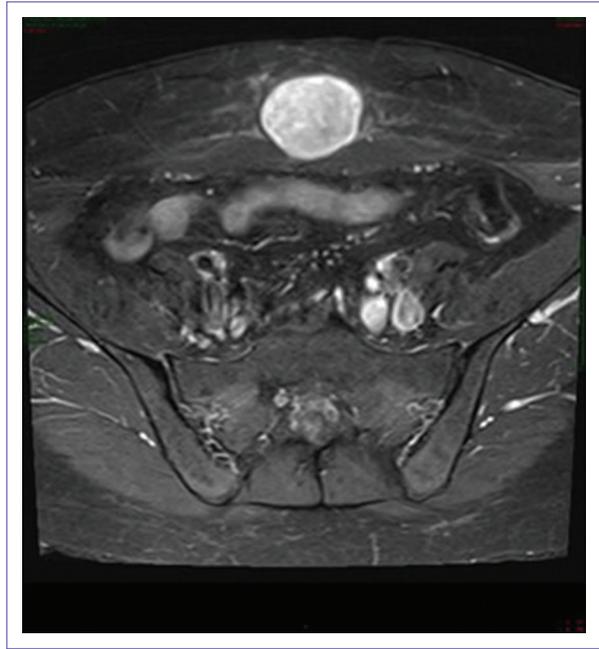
Masa en resonancia magnética secuencia T1 tras administración de contraste.
